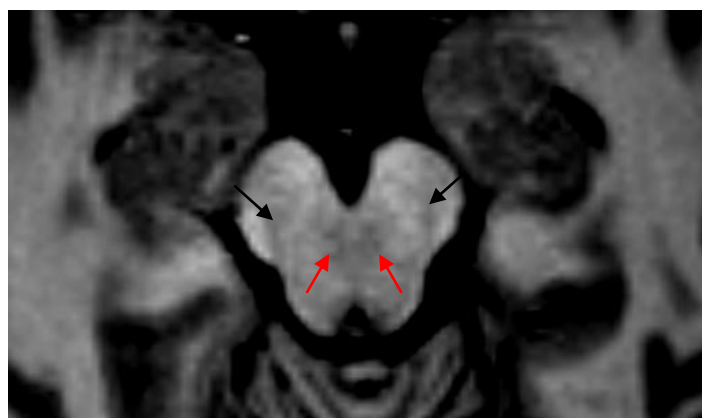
Imagen de RM en plano axial, secuencia 3D FSPGR, se aprecian ambos núcleos rojos (flechas rojas), posteriores a la sustancia negra (flechas negras).
